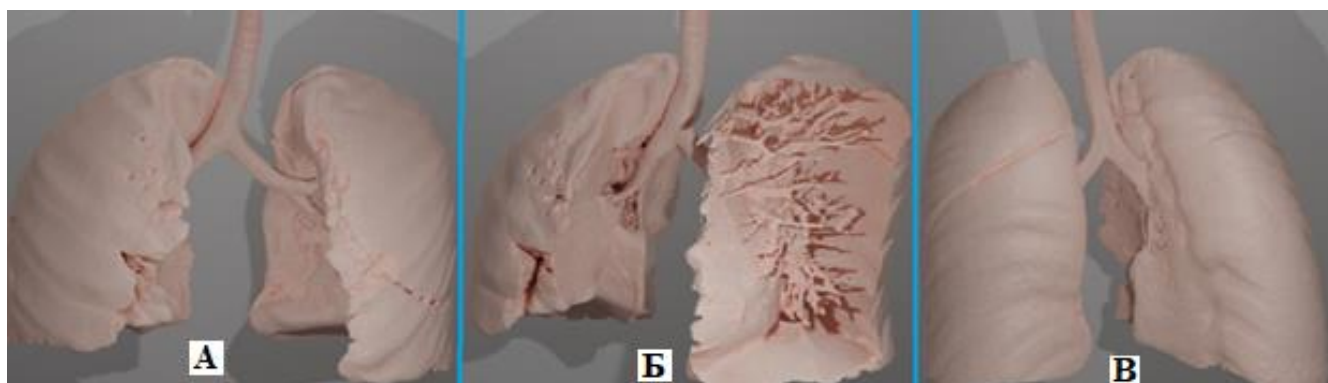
Пациентка А.Г. 5 лет с диагнозом врожденный сколиоз при одностороннем боковом несегментированном стержне и синостозе ребер. Расчет объема легочной ткани при помощи построения виртуальной 3D модели бронхолегочной системы на основании данных МСКТ на вдохе. Обозначения: А - виртуальная модель
